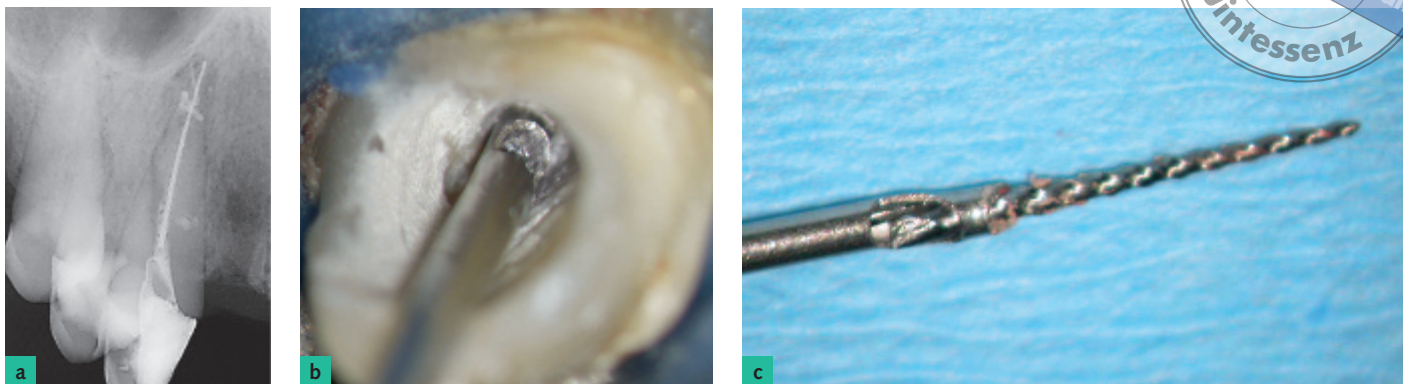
Tube-Technik mit dem Instrument Removal System (IRS): a) Röntgenausgangsaufnahme nach Revisionsversuch am Zahn 13 mit apikaler Aufhellung, einer frakturierten NiTi-Feile und extrudiertem Wurzelfüllungsmaterial. b) Das frakturierte Instrument wurde in einer Hülse mit einem Dorn eingeklemmt und konnte c) vollständig entgegen dem Uhrzeigersinn herausgedreht werden.
